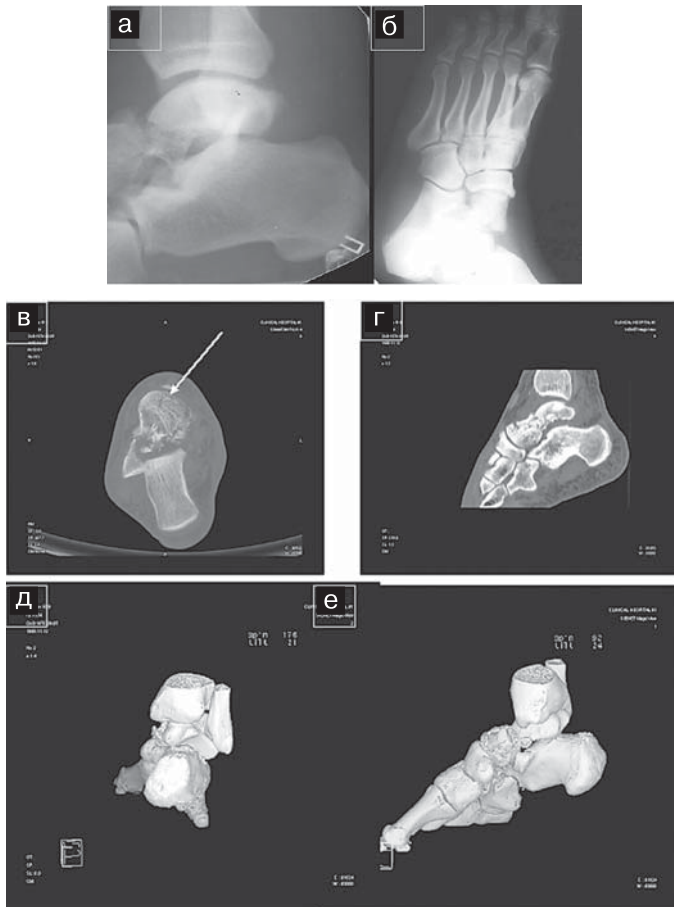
Закрытый смешанный перелом таранной кости группы IV со смещением отломков, подвывих в правом подтаранном и таранно-пяточно-ладьевидном суставах: а, б — рентгенограммы в боковой и косой внутренней проекциях. Признаки перелома головки не выявлены в — аксиальная КТ: визуализируется перелом головки таранной кости (стрелка); г — КТ, сагиттальная МПР; д, е — КТ, 3D реконструкции: демонстрируют многооскольчатый характер перелома, подвывих в подтаранном и таранно-пяточно-ладьевидном суставах.
